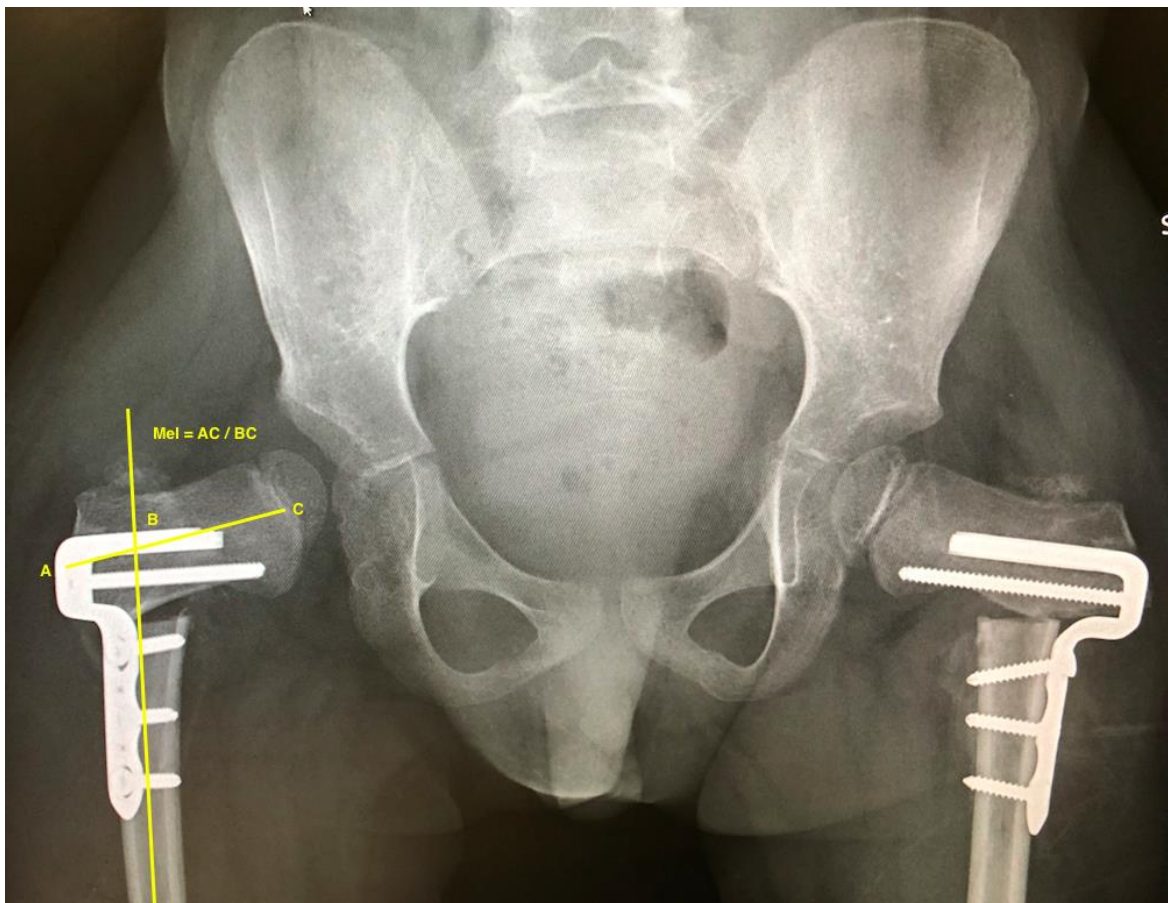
Radiografia panorâmica em AP de bacia de paciente com paralisia cerebral após realização de osteotomia femoral bilateral com parâmetros descritos para a medição do índice de medialização da diáfise femoral ( $Mel = AC / BC$ ). (Arquivo pessoal)
